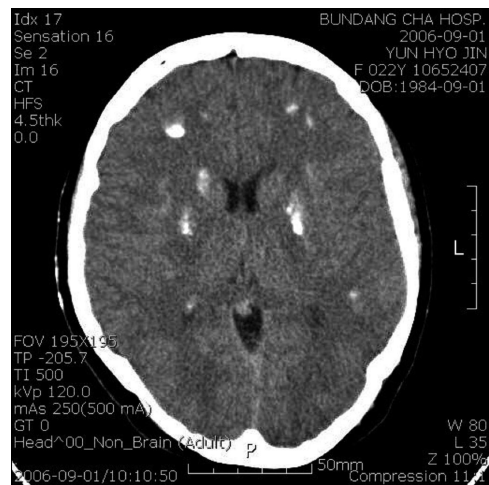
Preoperative brain computer tomography (CT). Multiple calcifications were noted at basal ganglia and dentate nucleus.
